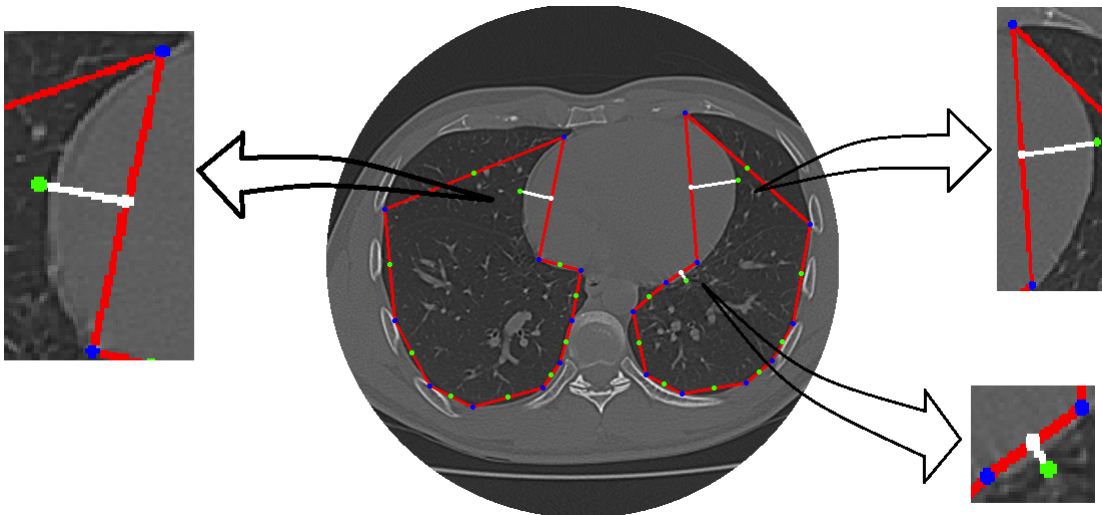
demonstração do método de adição de pontos do MCA Crisp Adaptativo atuando em imagens de TC do tórax.
